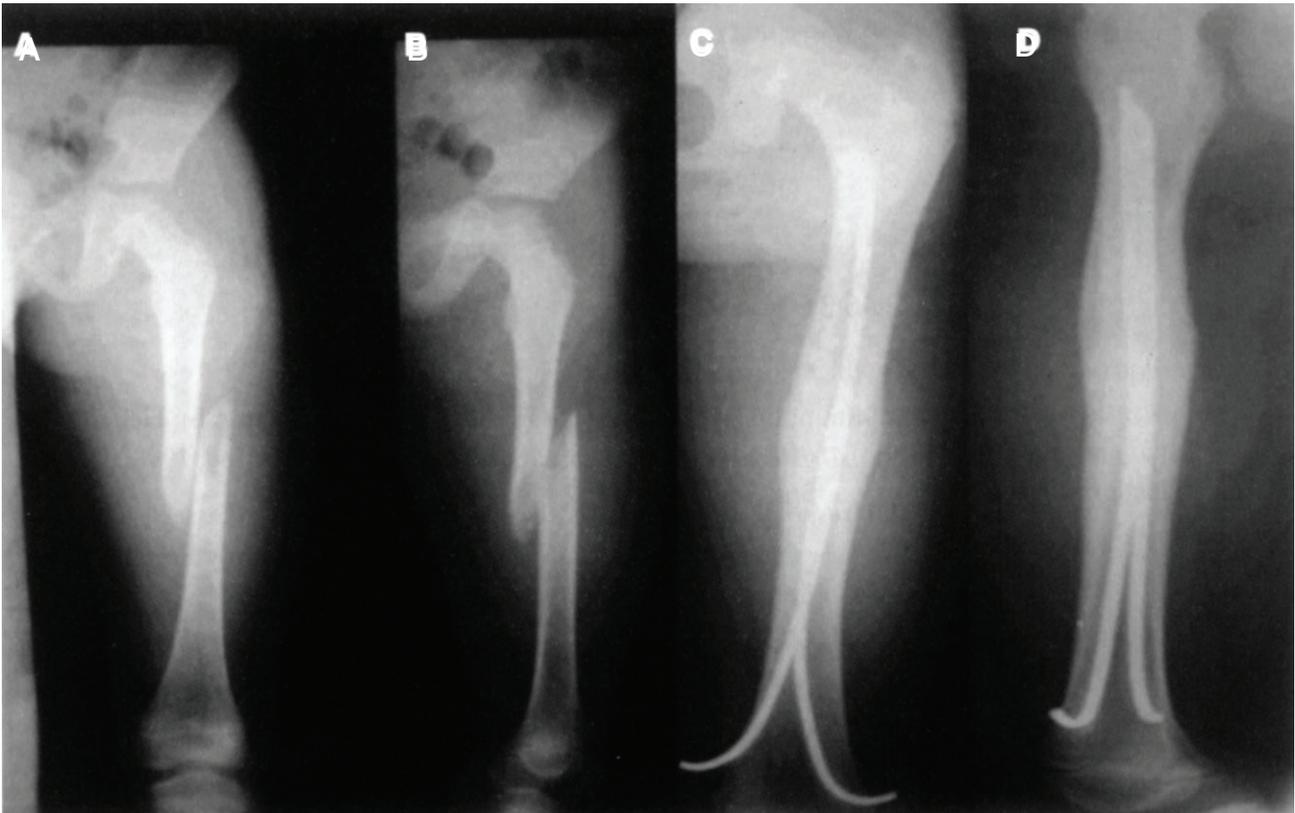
A, B: Radiografias pré-operatórias. C, D: Radiografias pós-operatórias.
